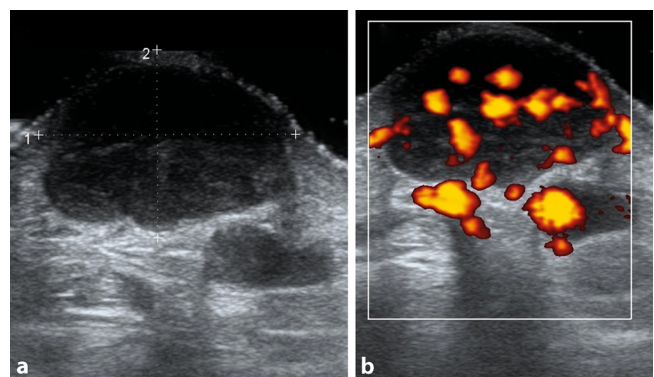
▲ Merkel-Zell-Karzinom am Unterarm. a Echoarmer Tumor mit schwachen Binnenechos. b In der farbkodierten Duplexsonographie Hyperperfusion im gesamten Tumor
